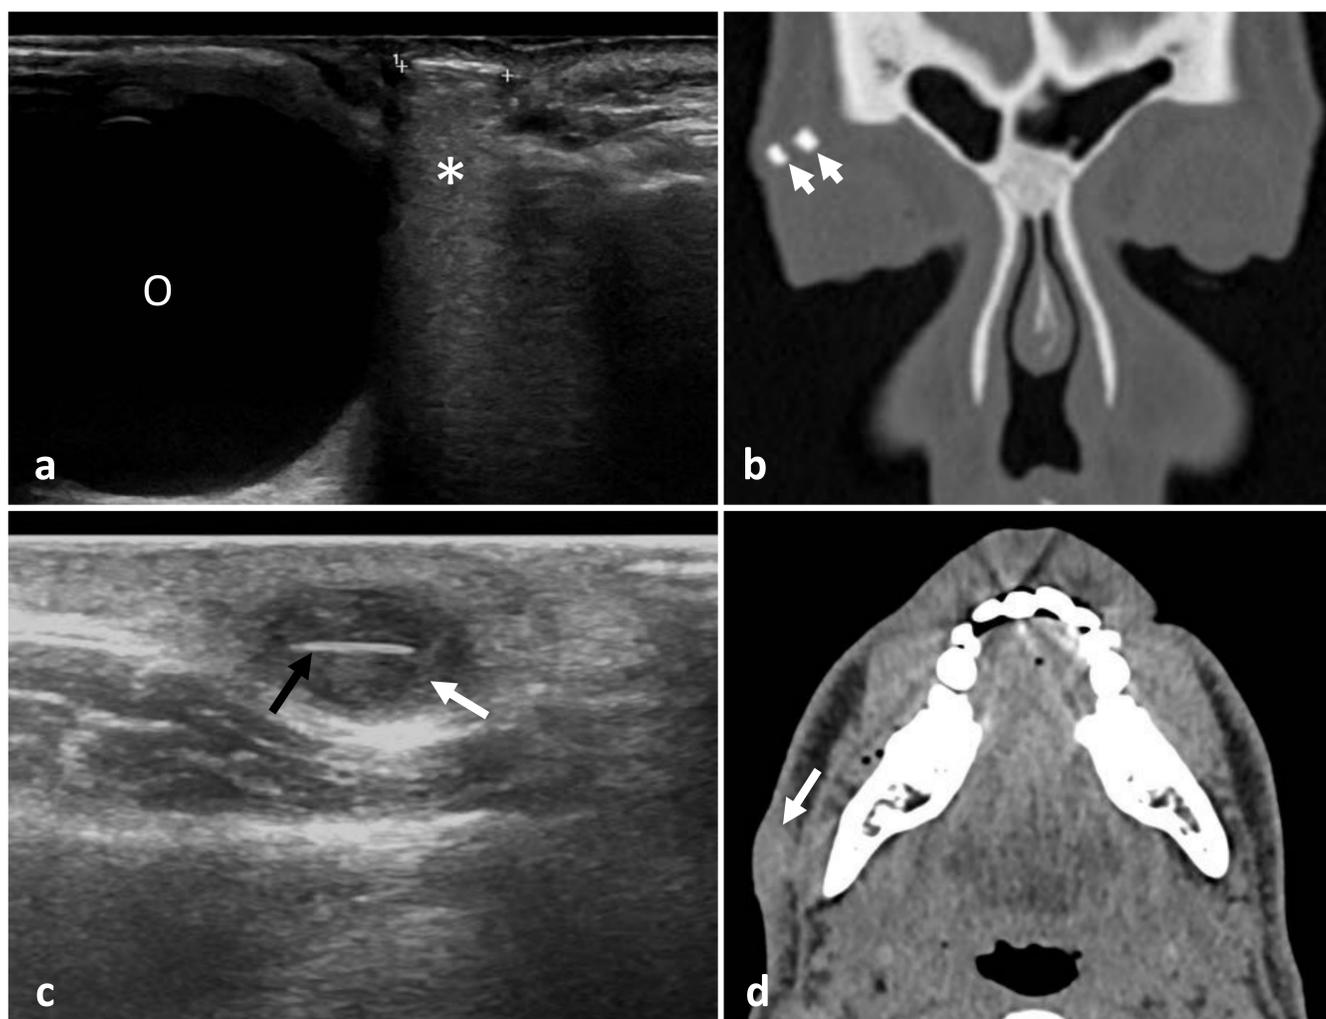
(a) Ecografía de partes blandas en modo B. Cristal en tejido celular subcutáneo (*cursores*) con artefacto de reverberación posterior (*asterisco*) en canto externo de ojo izquierdo (antecedente de accidente de tráfico hace 30 años). *O*: globo ocular. (b) TC facial, ventana de hueso, coronal. Cristales en tejidos blandos perioculares derechos (*flecha*). (c) Ecografía de partes blandas en modo B. Imagen hiperecogénica lineal (*flecha negra*) con halo hipoeicoico (*flecha blanca*), correspondiente a cuerpo extraño con reacción de partes blandas adyacente. Antecedente de caída con golpe en hemimandíbula derecha y episodios posteriores de supuración en la zona. (d) TC facial, ventana de partes blandas, axial, del mismo paciente. Área de hiperdensidad en tejido celular subcutáneo mandibular derecho (*flecha*), sin identificar cuerpo extraño (la TC tiene menor sensibilidad para su detección).
